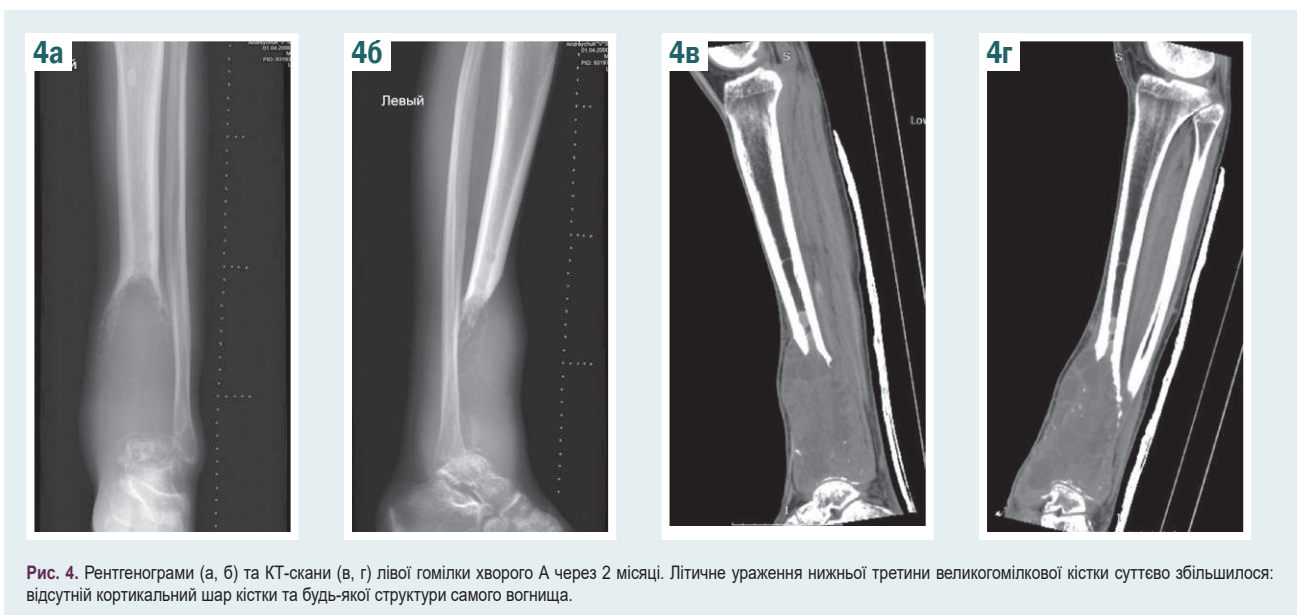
Рентгенограми (а, б) та КТ-скани (в, г) лівої гомілки хворого А через 2 місяці. Літичне ураження нижньої третини великогомілкової кістки суттєво збільшилося: відсутній кортикальний шар кістки та будь-якої структури самого вогнища.
